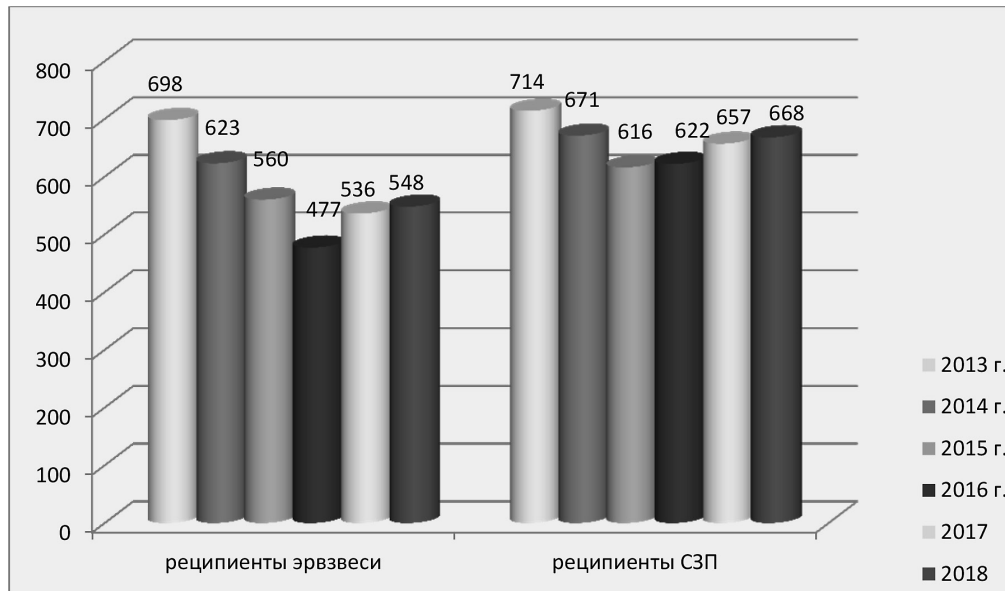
Число реципиентов донорских гемотрансфузий в РНЦХ
